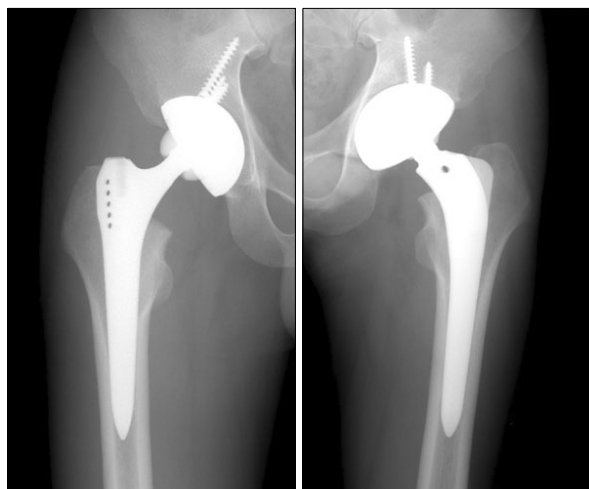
Radiographs of both femurs taken 4 weeks after each surgery show a well-fixed cup and stem.
